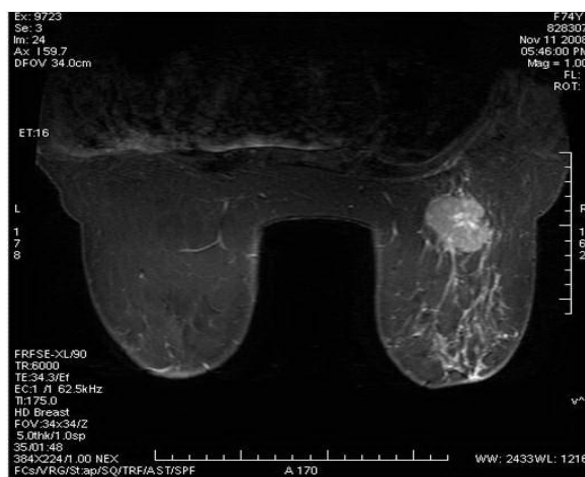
Exemples d'une image IRM du sein
